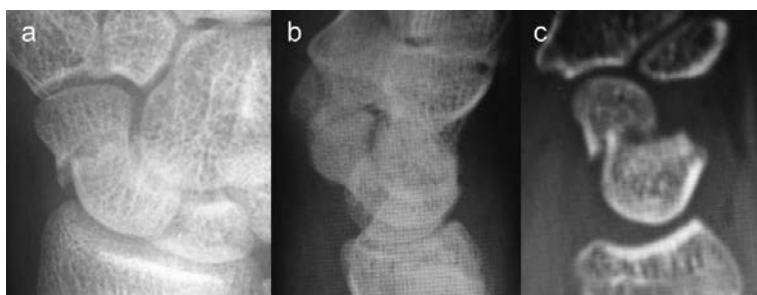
症例2. 単純X線およびCT像. 単純X線正面像(a)では軽度転位があるように見えるが, 側面像(b)では転位の有無を判断するのは困難である. CT矢状断(c)では humpback 変形が明らかである.
